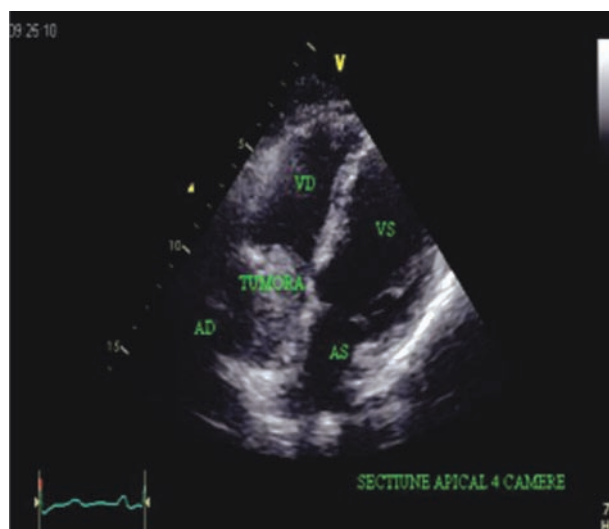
Ecocardiografie transtoracică, secțiune apicală 4 camere: În atrul drept (AD) se evidențiază o masă tumorală, atașată de peretele lateral. Formațiunea nu depășește planul inelului tricuspidian. VD-ventricul drept, AS-atriul stâng, VS-ventricul stâng.
